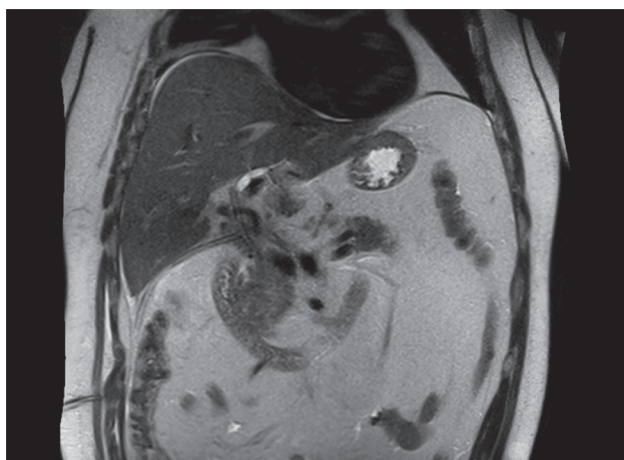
Пациент А. МРТ брюшной полости на 4-е сутки после оперативного лечения. T2 в корональной проекции. Состояние соответствует этапу лечения
